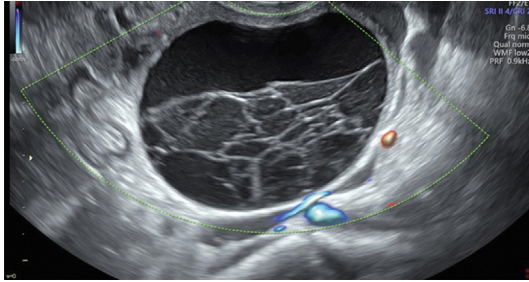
Échographie par voie vaginale, kyste fonctionnel hémorragique de l'ovaire gauche, aspect en nid d'abeille.
